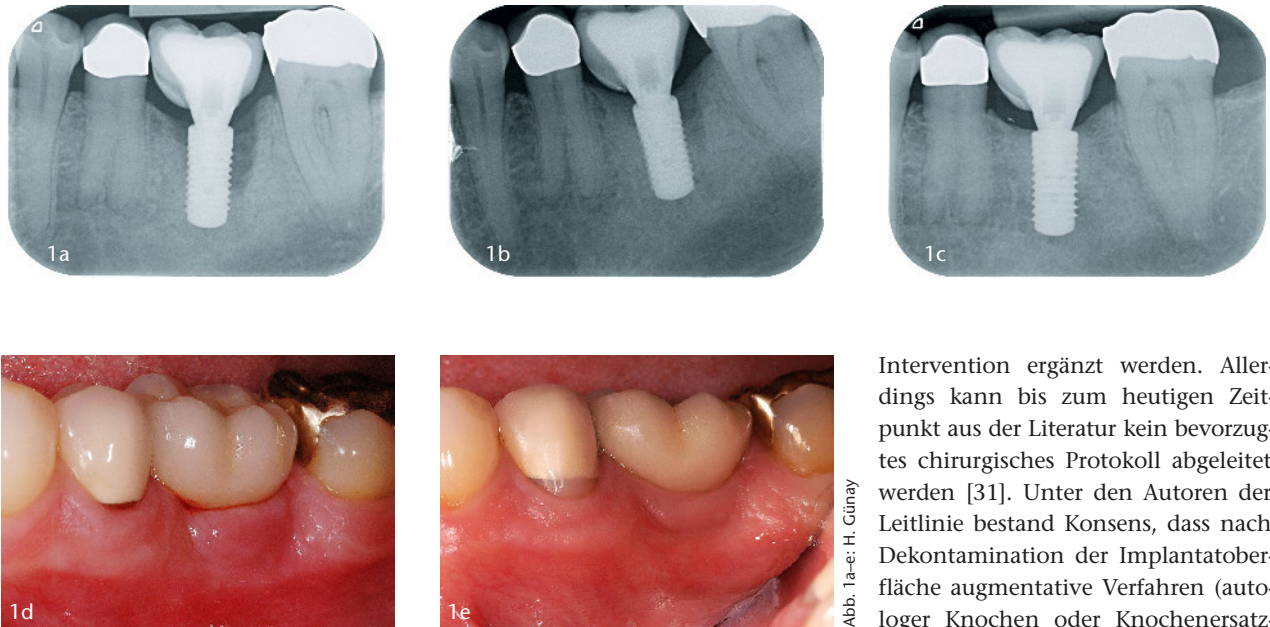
Klinischer und röntgenologischer Befund vor und nach konservativer Therapie bei einer Periimplantitis am Implantat Regio 36; Abb. 1a: Röntgenbefund vor Therapie; Abb. 1b: Röntgenbefund 1 Jahr nach Therapie; Abb. 1c: Röntgenbefund 5,5 Jahre nach Therapie; Abb. 1d: Klinische Situation vor Therapie; Abb. 1e: Klinische Situation 5,5 Jahre nach Therapie
